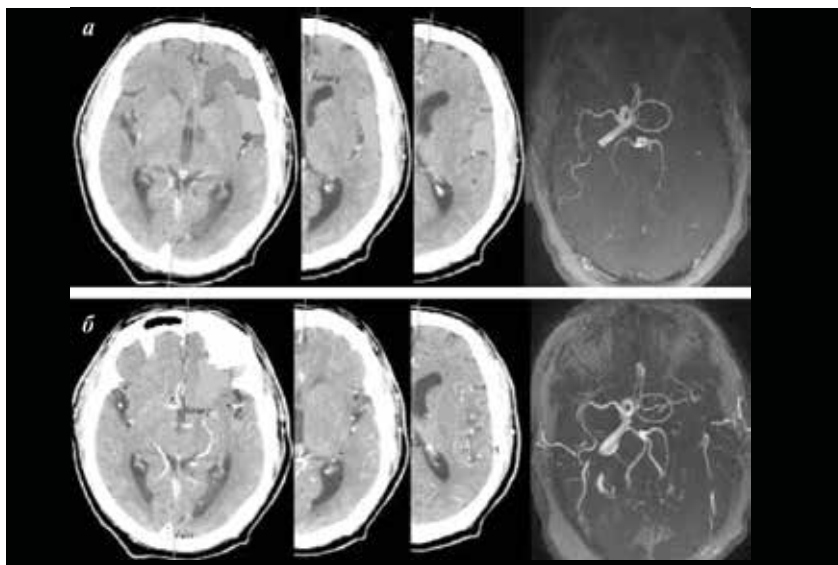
КТ-перфузия и МР-ангиография. Реперфузия лобно-теменной области правого полушария на фоне усиления коллатерального кровотока после тромболитической терапии. а – до тромболитика: выявляется небольшая область без перфузии в правом полушарии большого мозга, окруженная участком снижения перфузии, отсутствует сигнал от кровотока (МР-признаки окклюзии) по правой внутренней сонной артерии и правой средней мозговой артерии; б – после тромболитика: исчезновение области без перфузии и значительное уменьшение зоны гипоперфузии, появление сигнала от кровотока по правой средней мозговой артерии из бассейна правой передней мозговой артерии
